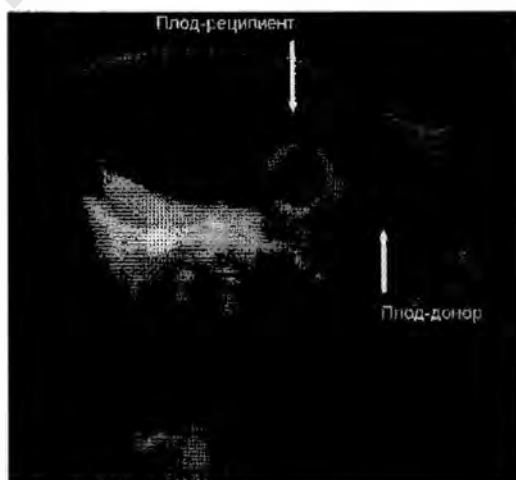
Эхограмма многоплодия при острой форме трансфузионного синдрома (пояснение в тексте).
